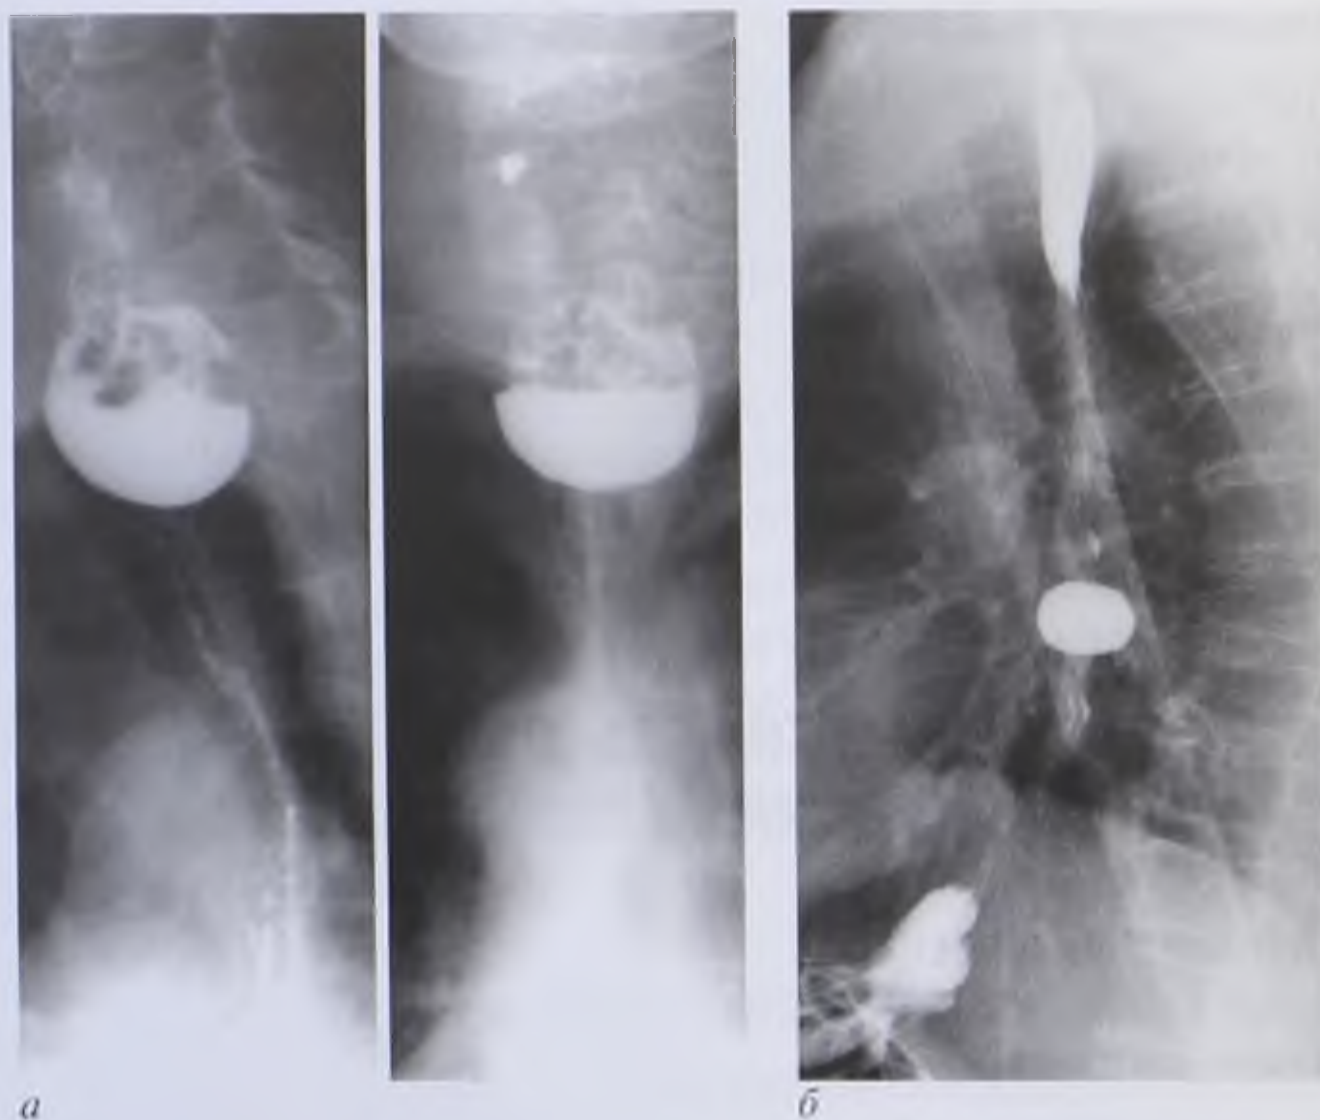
Рентгенограммы пищевода. Пульсионные дивертикулы: *а* — глоточно-пищеводный дивертикул, дивертикулит; *б* — бифуркационный и эпифренальный дивертикулы
